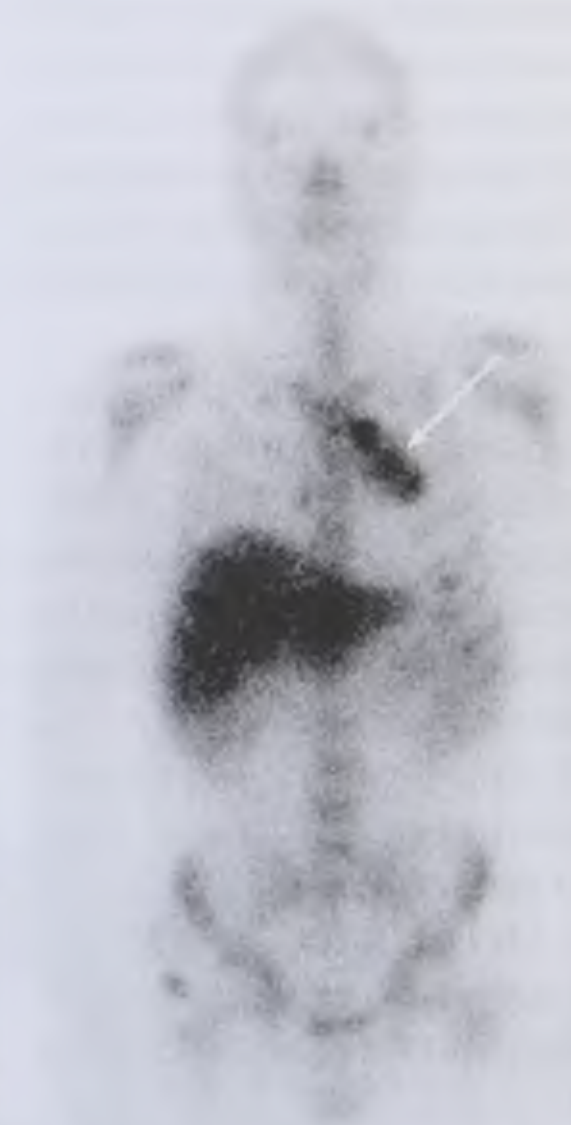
Однофотонная эмиссионная компьютерная томограмма. Лимфома средостения (стрелка)
